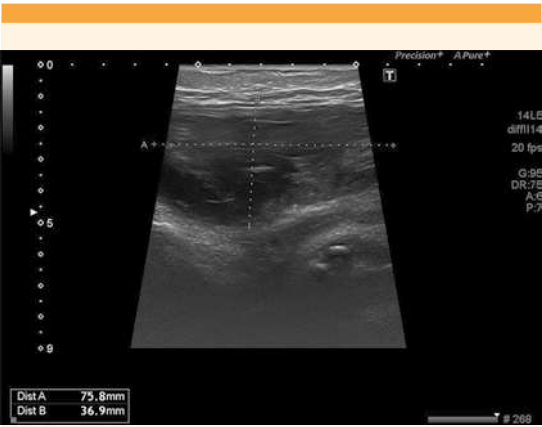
Ecografía posparto. Hematoma en evolución.
